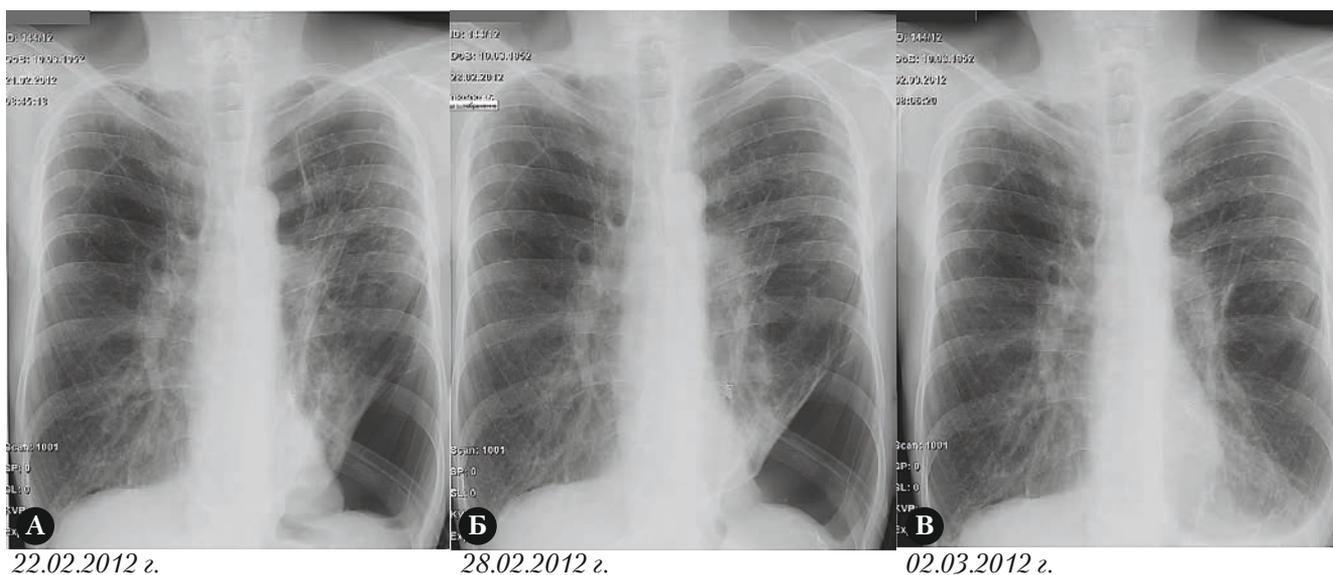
Рентгенологическая динамика больного Д. после установки 2 ЭК
